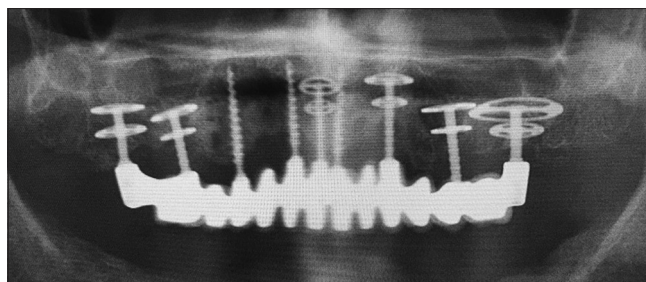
Radiografía maxilar postoperatoria a 20 años. La pérdida ósea similar a un cráter solo está presente alrededor de los implantes 15, 23 y 25; No hay otros implantes afectados. Los implantes basales laterales se anclaron en el hueso cortical lateral y palatino del maxilar. Se muestran secciones ampliadas de esta imagen panorámica.
